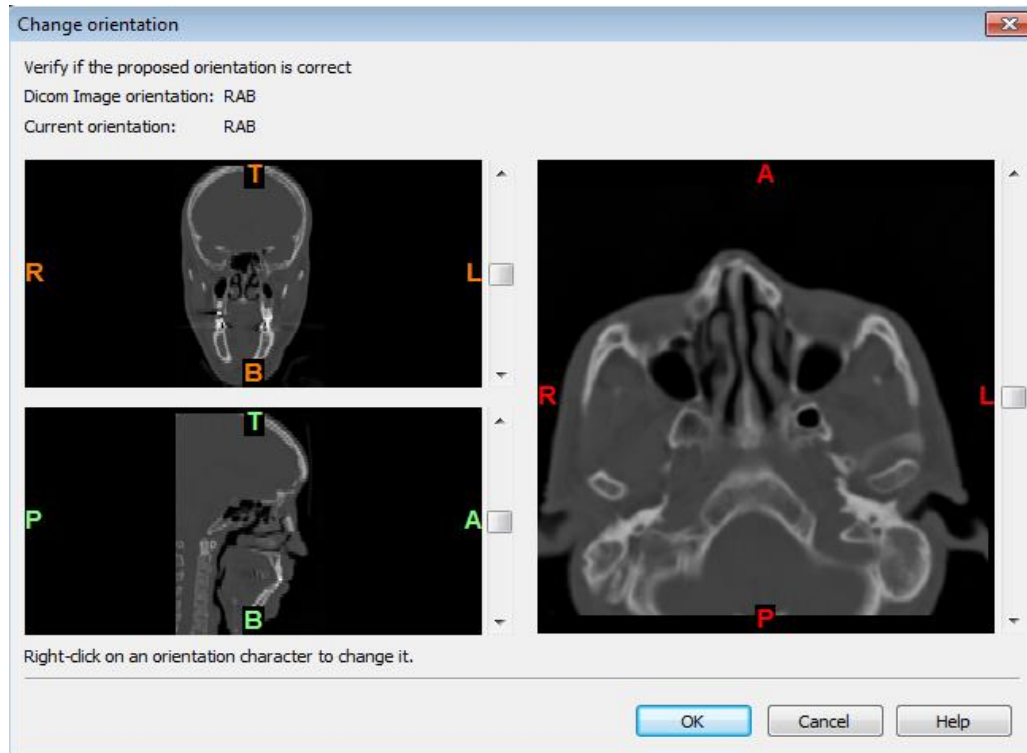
Planos de aquisição de imagens por TC e respectivas direções - adaptado de Tutorial Mimics®.
